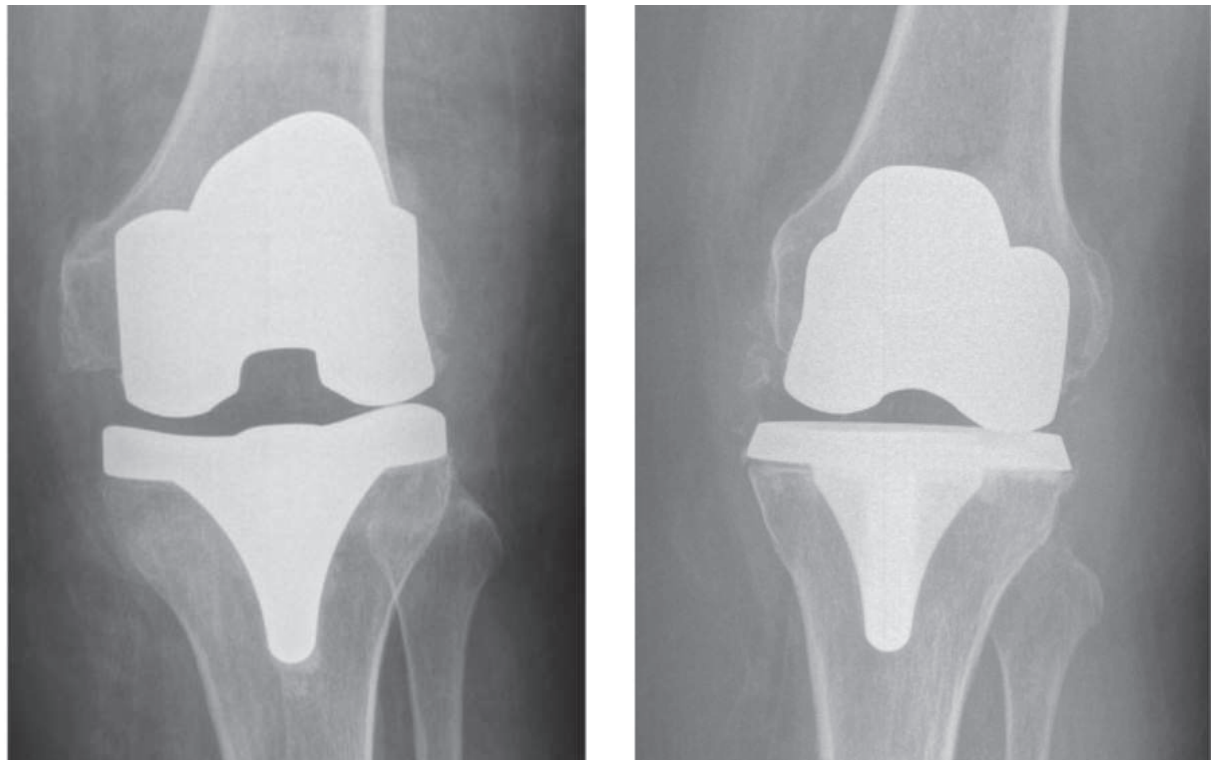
Radiografías de pacientes con insuficiencia del ligamento lateral medial que justificaron el dolor postartroplastia.
